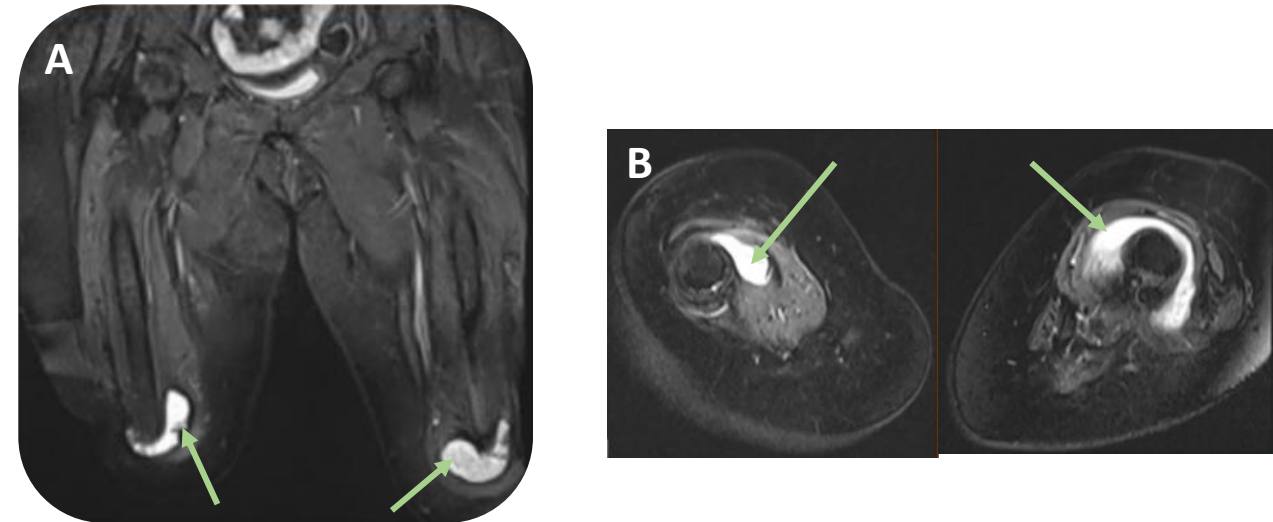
RM secuencias T2 con sat grasa, A) plano coronal y B) axial de paciente con amputación supracondílea bilateral: Colecciones homogéneas hiperintensas perimuñón en relación con bursitis bilateral (flechas).
